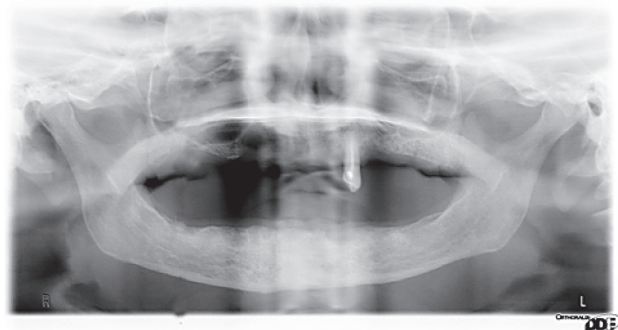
Пациент С., 71 год. DS: вторичная частичная адентия. Ортопантомограмма
